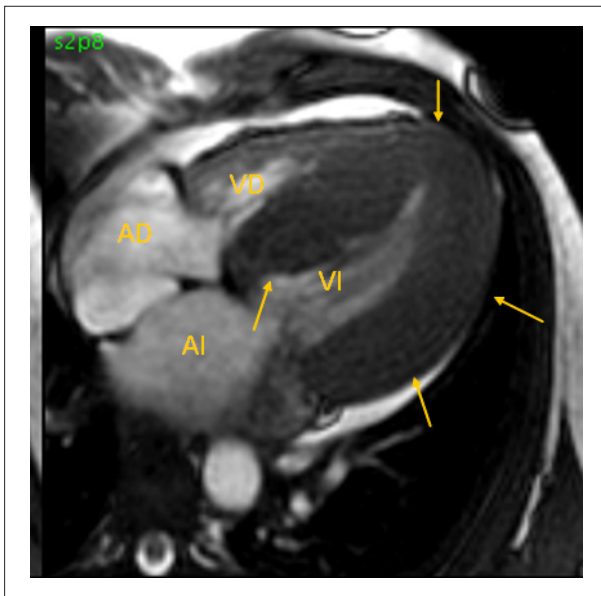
RMN (eje largo) de paciente portador de MCH. Flechas: demostración de hipertrofia acentuada del VI. AD= atrio derecho; VD - ventrículo derecho; AI - atrio izquierdo; VI - ventrículo izquierdo.
